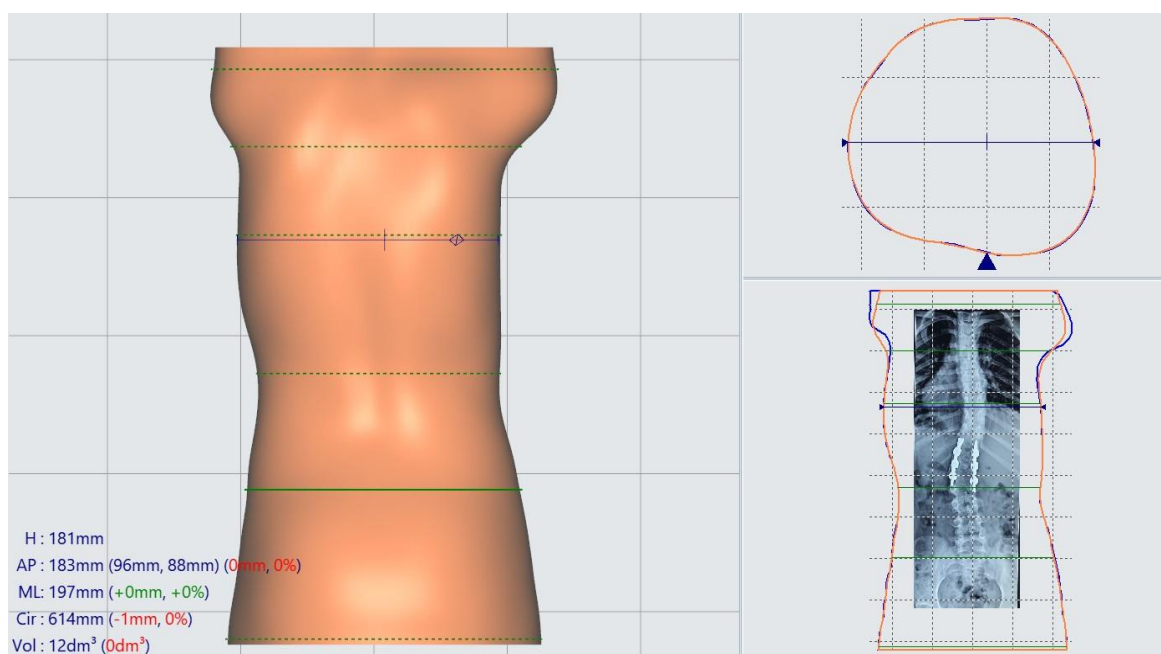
3D скан тела: линиями зелёного цвета обозначены «контрольные точки»; справа внизу - рентгеновский снимок совмещен со сканом тела.
